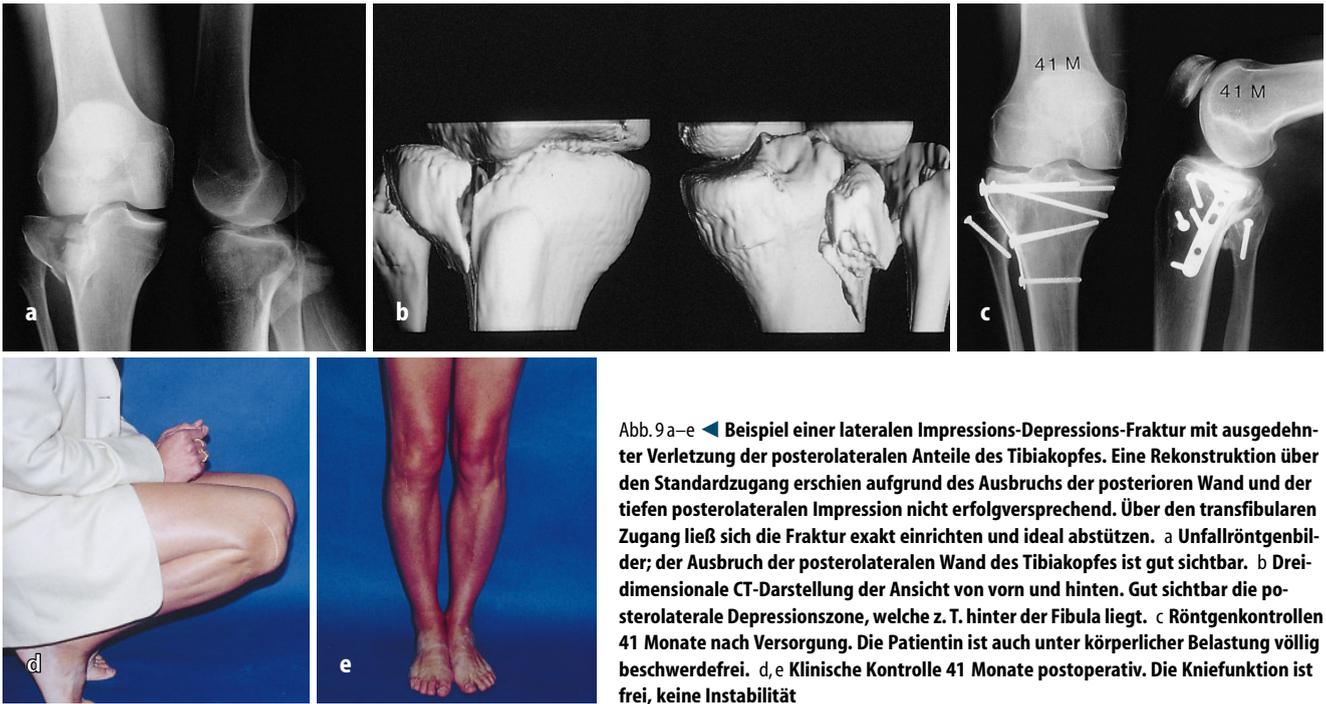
a–e ◀ Beispiel einer lateralen Impressions-Depressions-Fraktur mit ausgedehnter Verletzung der posterolateralen Anteile des Tibiakopfes. Eine Rekonstruktion über den Standardzugang erschien aufgrund des Ausbruchs der posterioren Wand und der tiefen posterolateralen Impression nicht erfolgversprechend. Über den transfibularen Zugang ließ sich die Fraktur exakt einrichten und ideal abstützen. a Unfallröntgenbilder; der Ausbruch der posterolateralen Wand des Tibiakopfes ist gut sichtbar. b Dreidimensionale CT-Darstellung der Ansicht von vorn und hinten. Gut sichtbar die posterolaterale Depressionszone, welche z. T. hinter der Fibula liegt. c Röntgenkontrollen 41 Monate nach Versorgung. Die Patientin ist auch unter körperlicher Belastung völlig beschwerdefrei. d, e Klinische Kontrolle 41 Monate postoperativ. Die Kniefunktion ist frei, keine Instabilität
